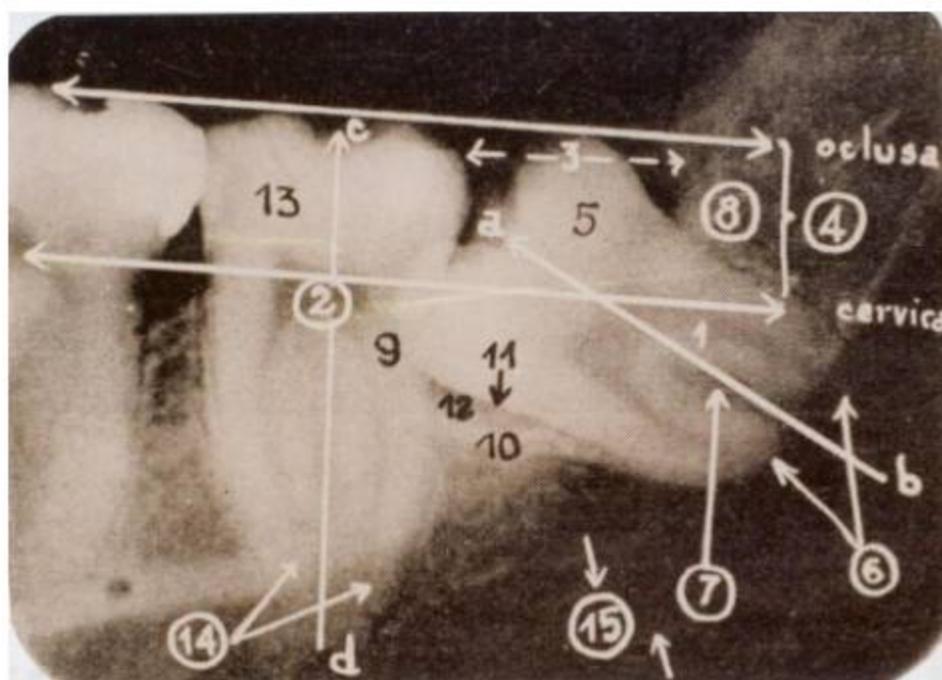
Puntos a considerar en la Radiografía Periapical del tercer molar inferior.
